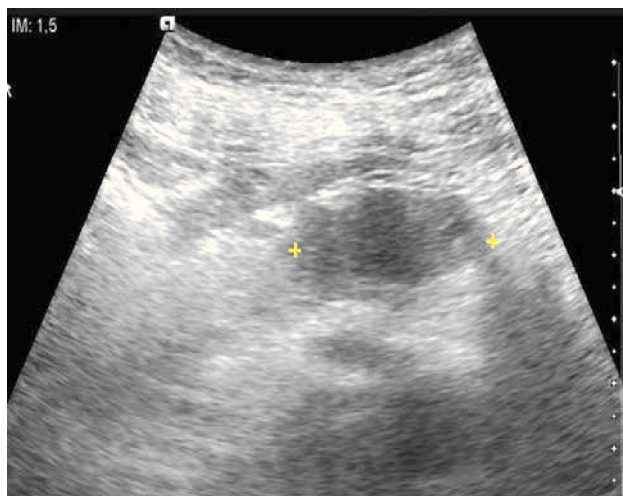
Cáncer de cuerpo pancreático. Imagen axial de ultrasonido a nivel de páncreas en paciente que se realiza chequeo médico. Se identifica una masa hipocogénica que resalta sobre el parénquima hiperecogénico.
